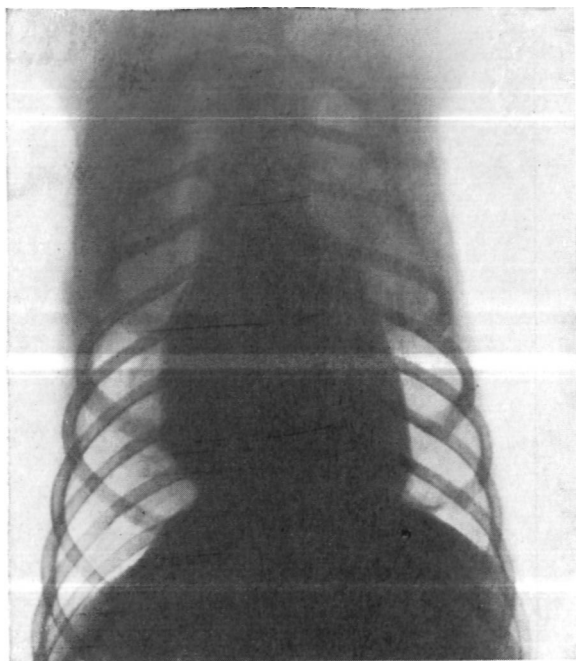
Рентгенограмма через 1 год 8 месяцев после гетеротопической аутотрансплантации нижней доли правого легкого в левую плевральную полость на место удаленного левого легкого (легочные поля прозрачны, смещения средостения не определяется)*
